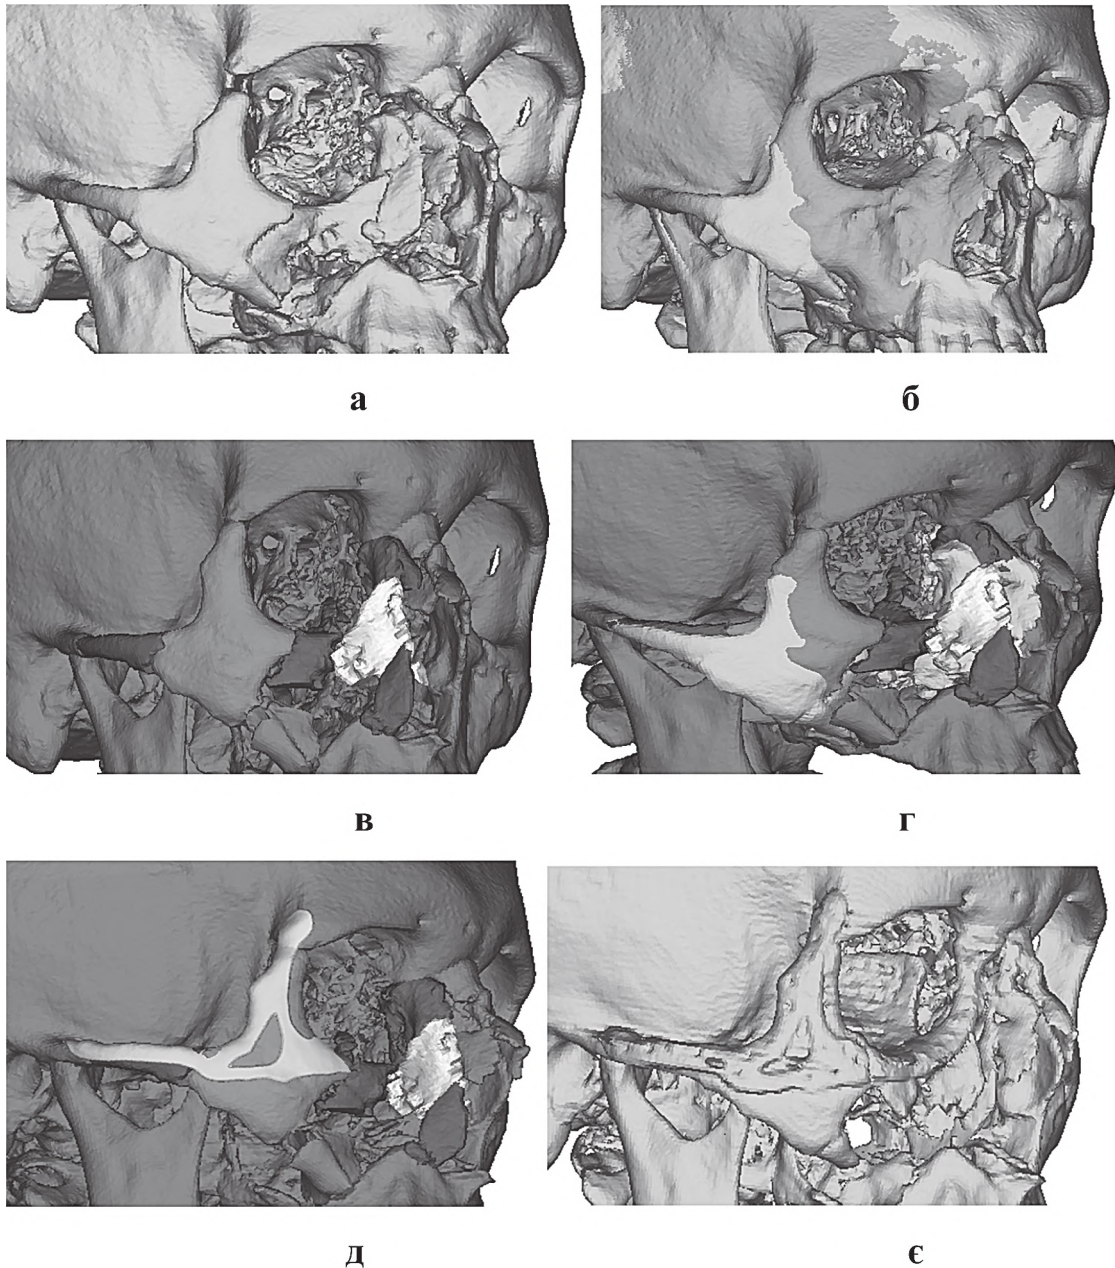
Етапи створення дизайну та результат клінічного використання ПСІ. а – віртуальна модель лицевого черепа пацієнта; б – співставлення реальної та віддзеркаленої моделей лицевого черепа; в, г – віртуальна репозиція фрагментів середньої зони обличчя та їх співвідношення з вихідним станом; д – віртуальна модель ПСІ для позиціонування та фіксації ВК; е – віртуальна модель кісток лицевого черепа, створена на основі післяопераційної КТ.
